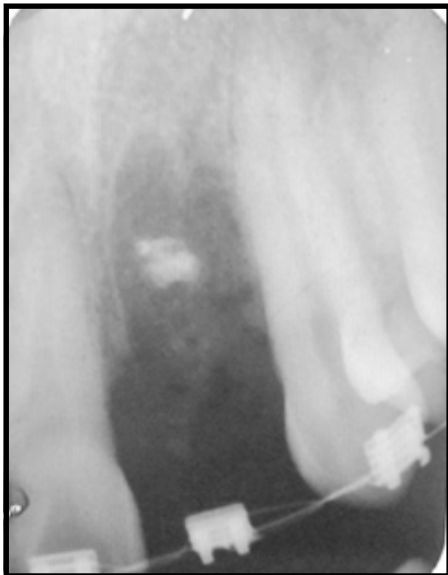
Radiografía Periapical preoperatoria. Se visualiza pérdida ósea vertical y un elemento radiopaco en el alveolo dentario de bordes definidos compatible con restos de material odontológico.
